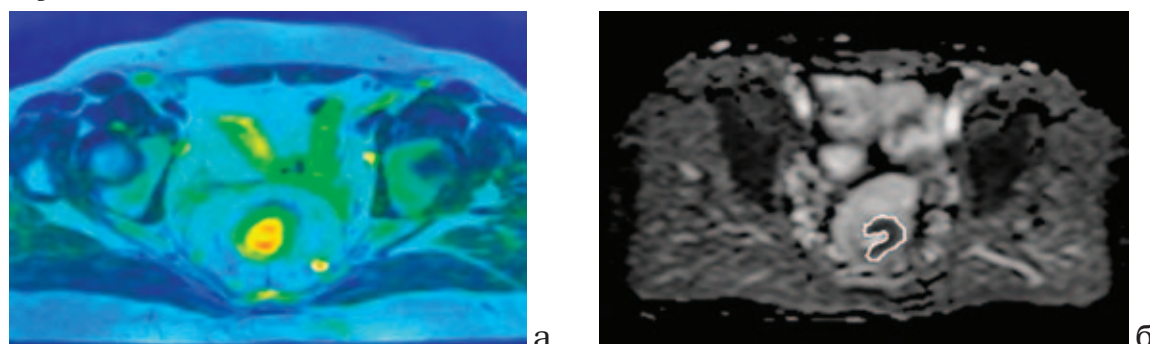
МР-томограммы органов малого таза: 2а – ДВИ в аксиальной плоскости (Fusion совмещенное изображение с T2 ВИ, 2б – ДВИ параметрическая карта ИКД (с обведением опухоли)
